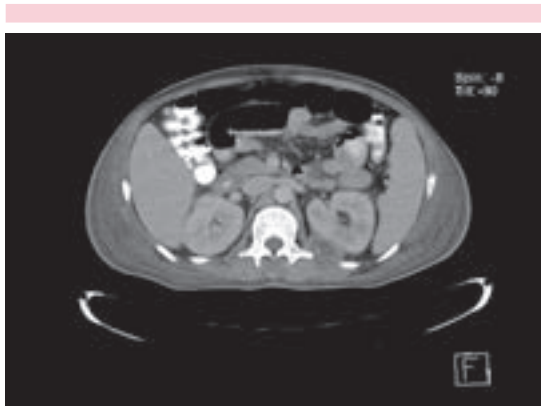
Tomografía computada. Absceso pararenal izquierdo.
